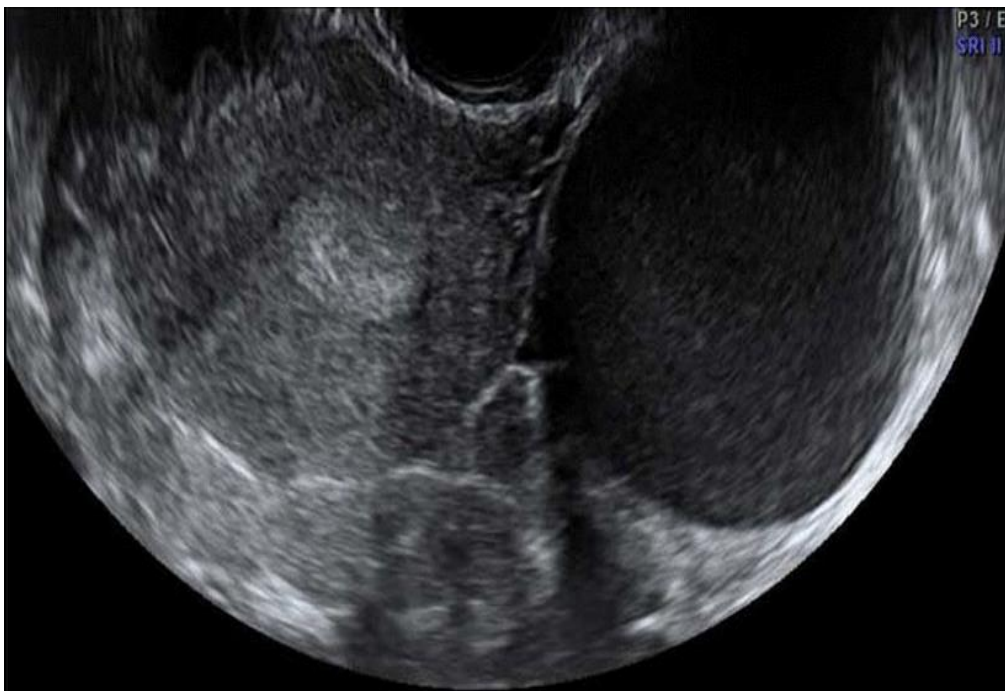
image échographique montrant un aspect anéchogène d'un kyste ovarien.
